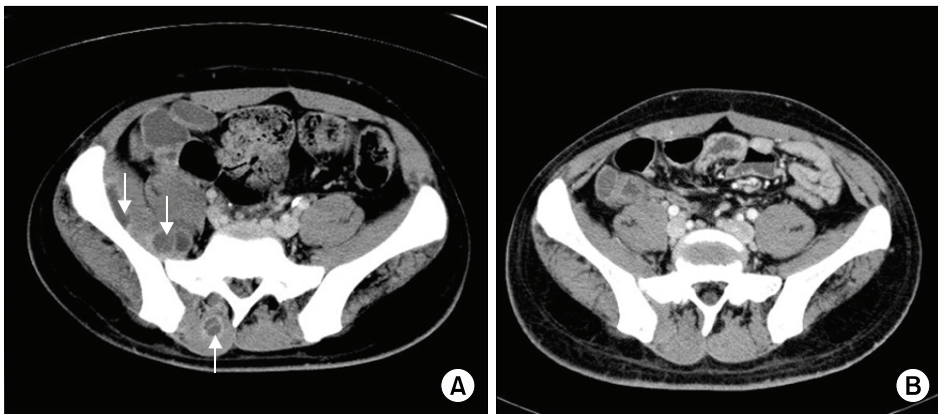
(A) CT scan of pelvis shows multifocal abscesses of right back muscle and iliacus muscle (arrows). (B) Abscesses were disappeared after antibiotic treatment.
